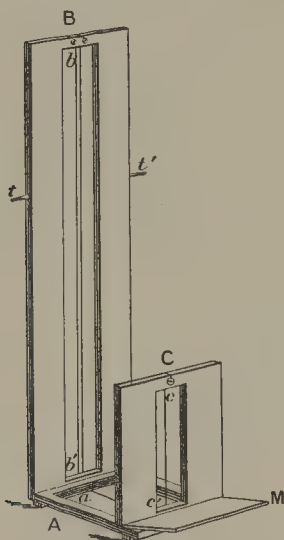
Appareil Bertin-Sans pour repérer, sur les clichés radiographiques, la position de la source de rayons X.
